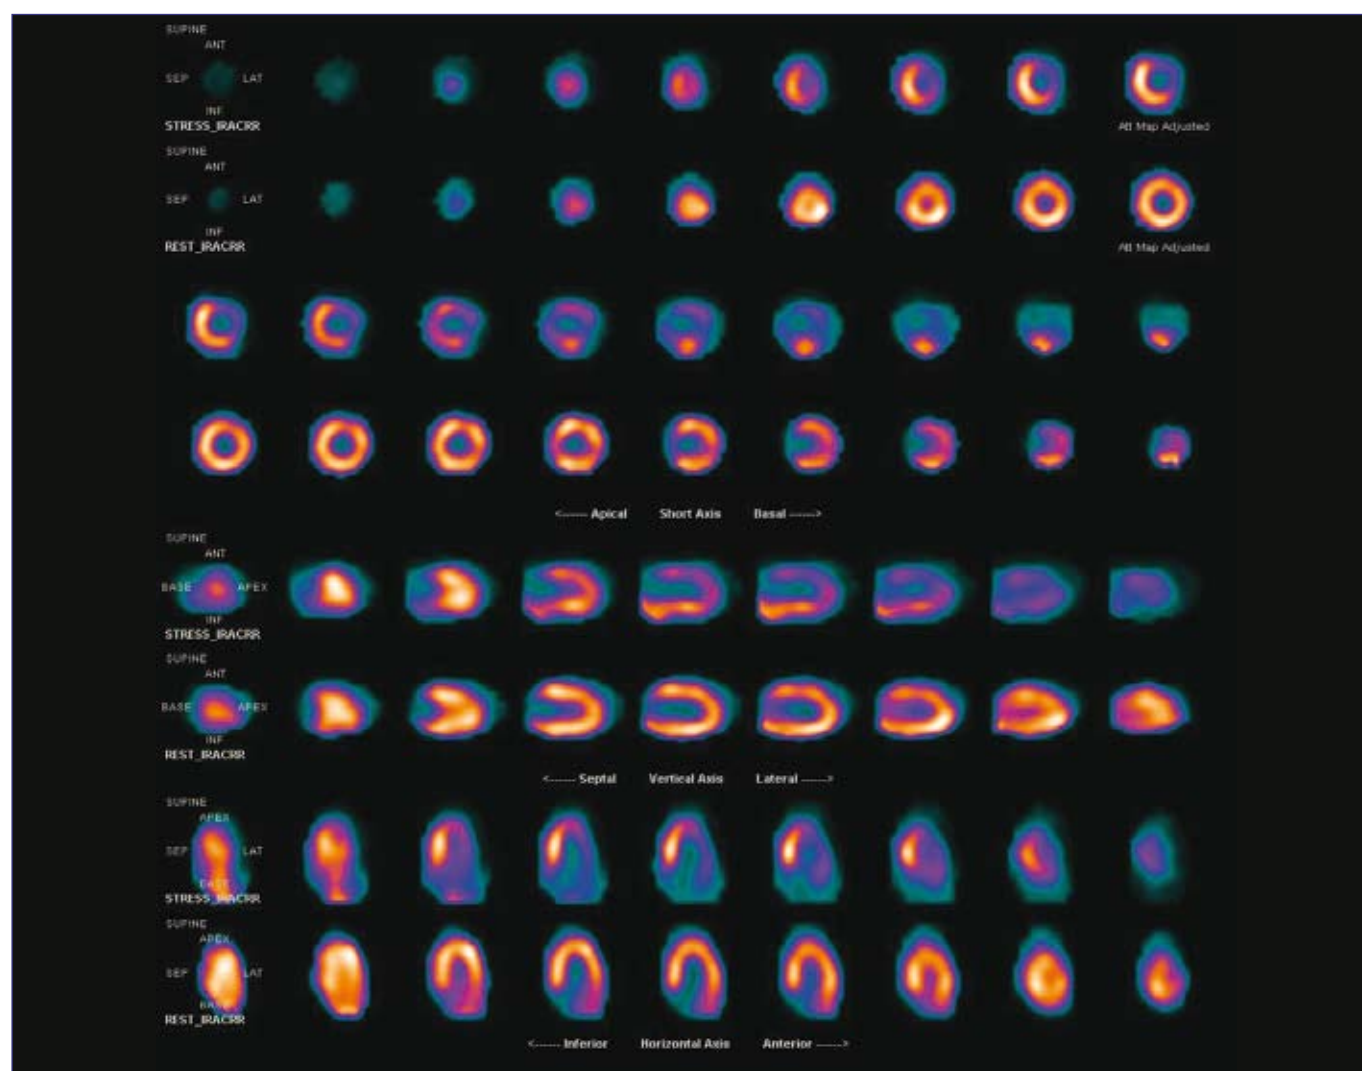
Myocardial perfusion scintigraphy shows a large reversible perfusion defect in the anterior and (antero-)lateral parts of the myocardium.
